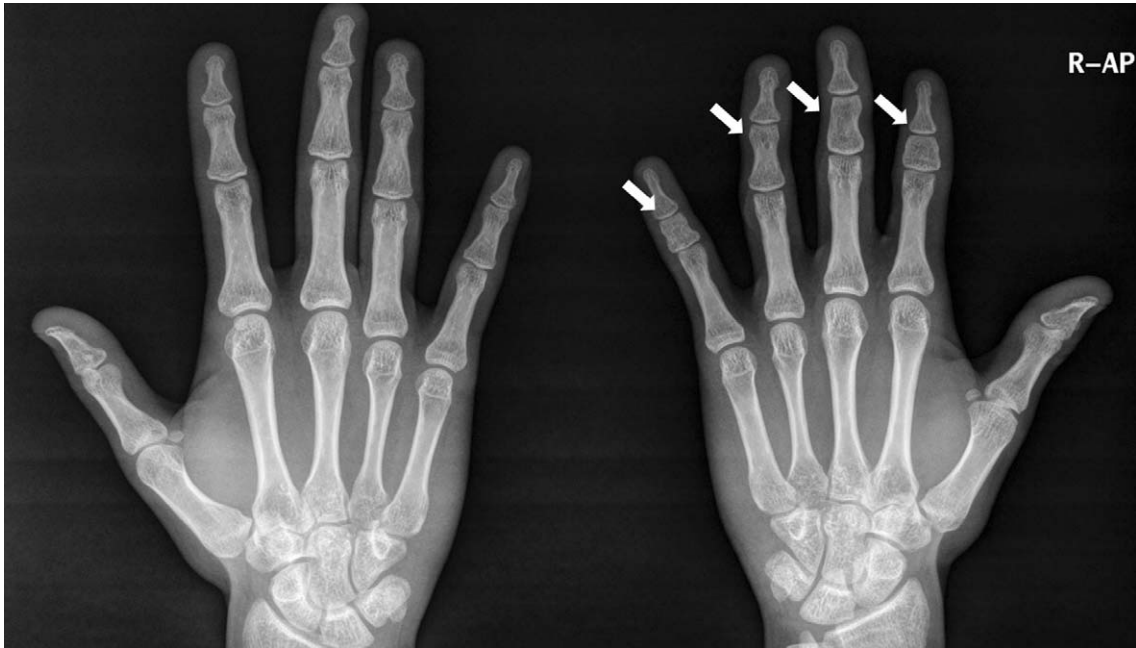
Simple radiograph of both hands shows significant hypoplasia of the middle phalanx of the second, third, fourth and fifth fingers (closed arrows).
